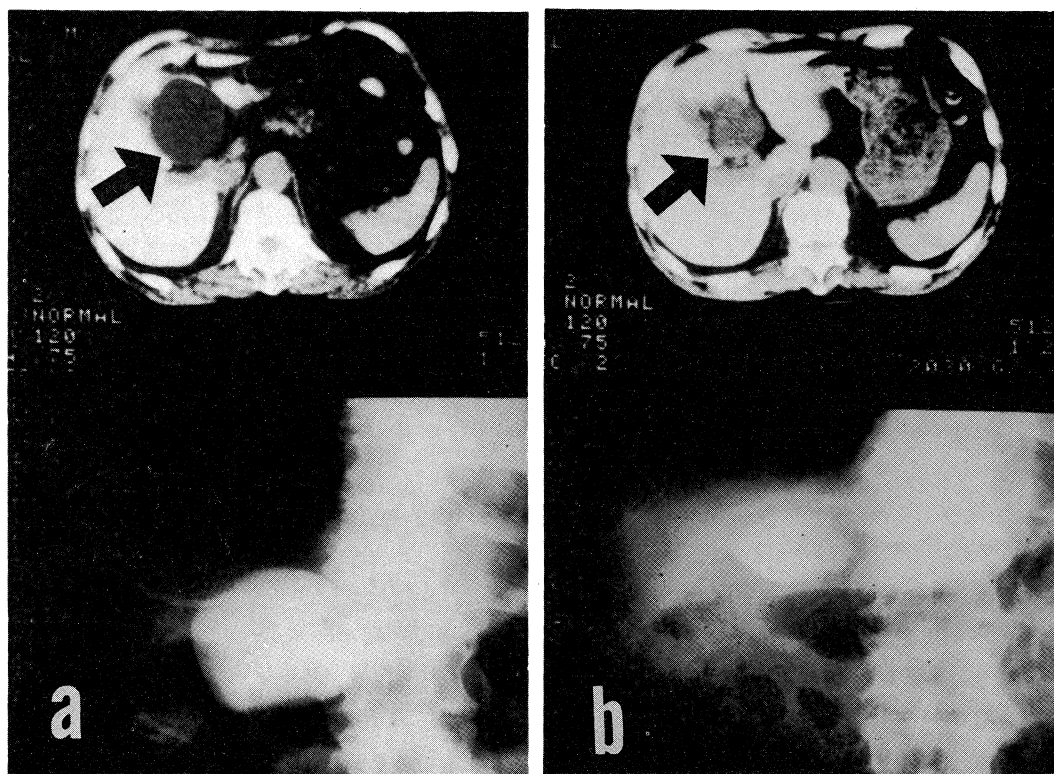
X ray CT and cystgram of the liver (case 2).
